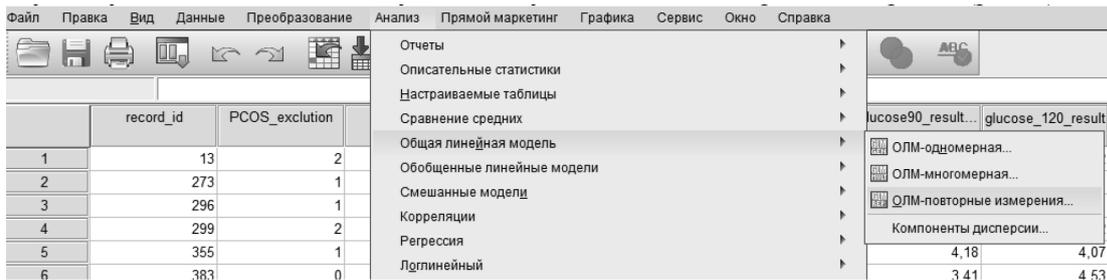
Выбор модели для RM-ANOVA
